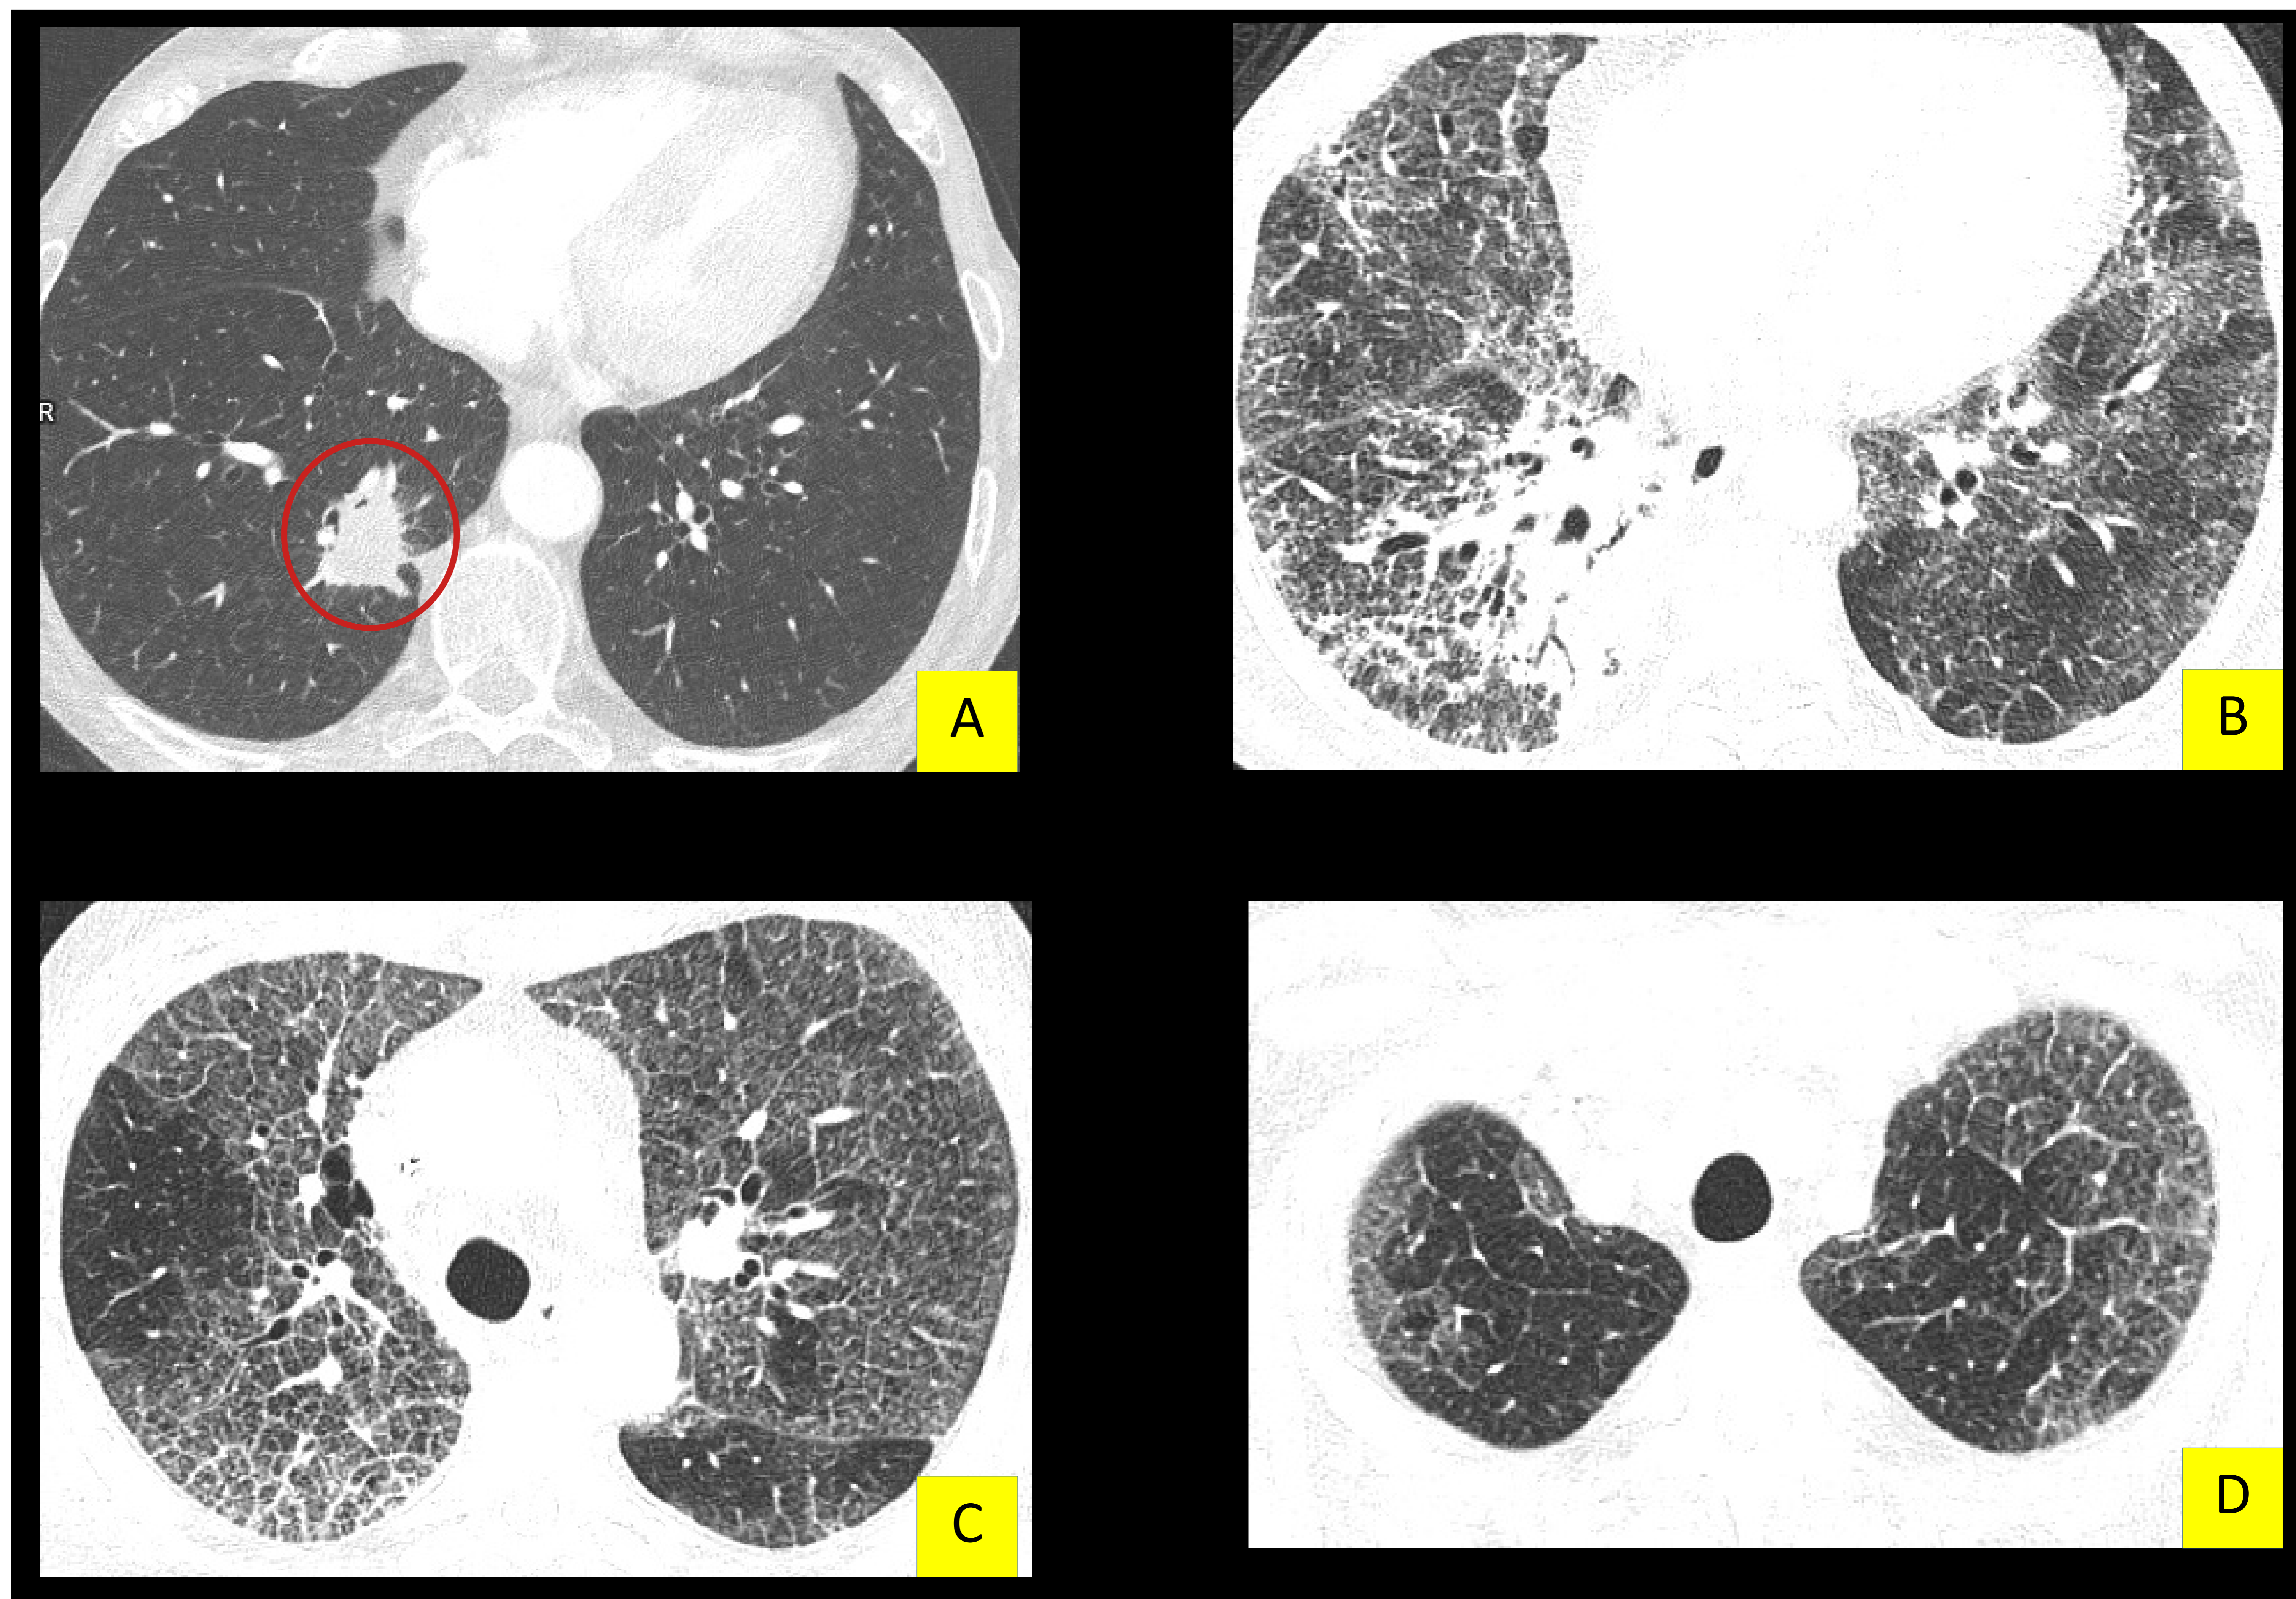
Corte axial de TC torácico del mismo paciente de la figura 19 y 20 con antecedente de adenocarcinoma de pulmón en LID (imagen A – círculo rojo), que fue tratado con quimioterapia y radioterapia. En la imagen B se observa secuela de la radioterapia, y en las imágenes B, C y D, se evidencia un patrón en empedrado bilateral y parcheado, que se confirmó infección por *Pneumocystis jirovecii*.
